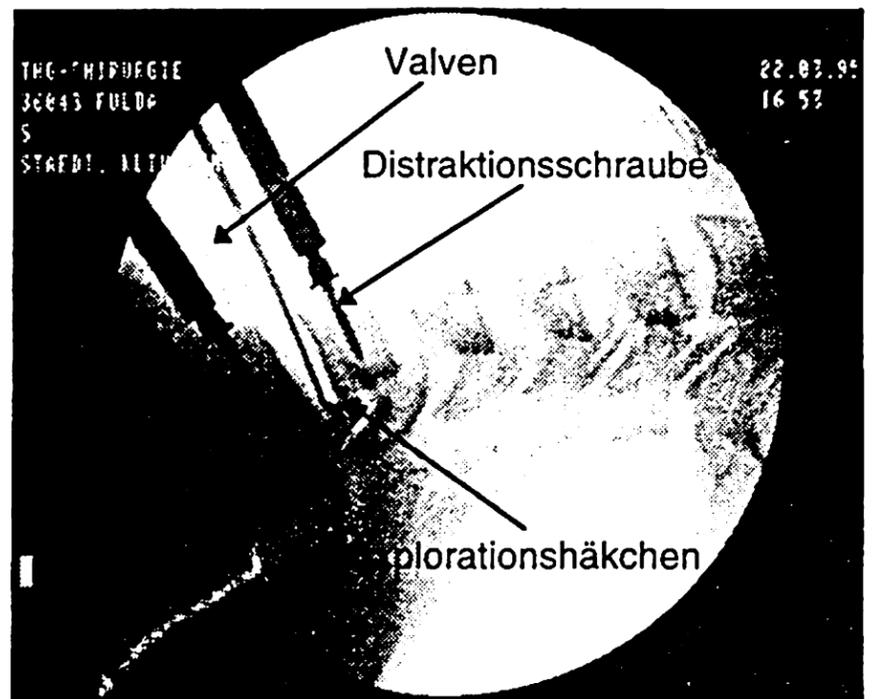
Röntgenaufnahme während einer Halswirbeloperation. Die Retraktor-Valven sind eingesetzt, jedoch völlig transparent. Dies erleichtert erheblich das Bohren, Schrauben und Austasten des Zwischenwirbelraumes.
